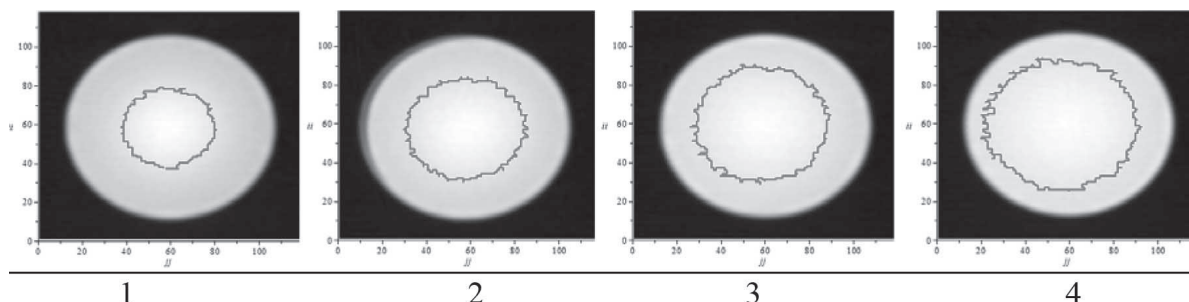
Примеры компьютерных томограмм двухкомпонентной физической модели: 1, 2, 3, 4 – границы диффузии при различных временных экспозициях (15 ч, 18, 21, 24 ч соответственно)
